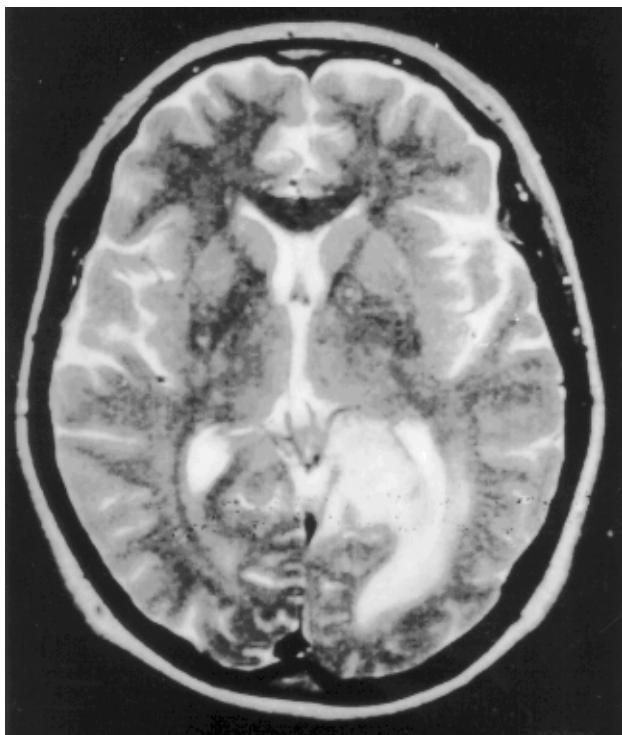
МР-томограма головного мозку хворої С. з гліобластомою лівої тім'яномедіальної ділянки в аксіальній площині. Т2-зважене зображення пухлини з гетероінтенсивним сигналом
